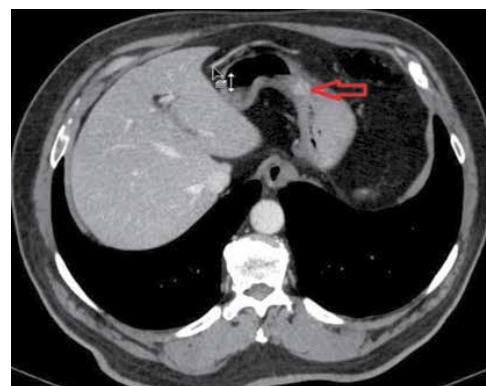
Компьютерная томография: опухоль в желудке (стрелка)
